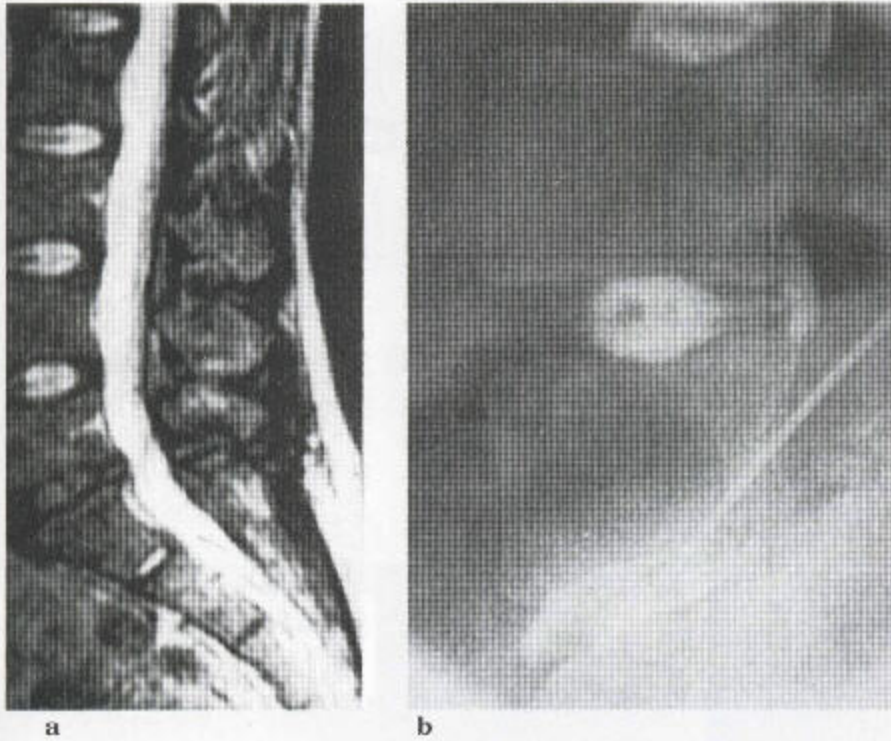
正常的 MR 和异常的椎间盘 (a) 矢状位 T₂ 加权 MR 序列显示 L₅/S₁ 椎间盘退变、信号减弱和椎间盘背侧突。L_{4/5} 椎间盘好象完全正常。(b) 椎间盘造影片证明 L₅/S₁ 外纤维环后部撕裂，不透 X 线的髓核物质突入椎管，如 MR 图像所示，但又证明 L_{4/5} 处纤维环后部大概有新鲜的撕裂伤，造影剂从髓外向下流出，再向上到 L₃ 的后面。L_{3/4} 椎间盘正常。从 MR 图像上看，纤维环的撕裂伤也许太分散了，以至于在 MRI 上看不到，而退行性改变尚未出现。
